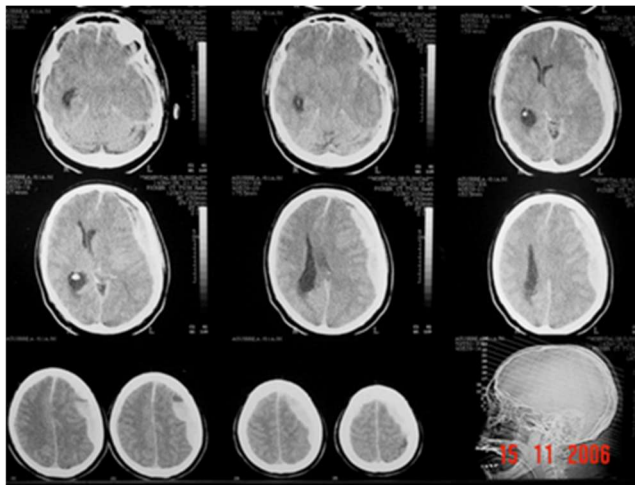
TAC de cráneo sin contraste
